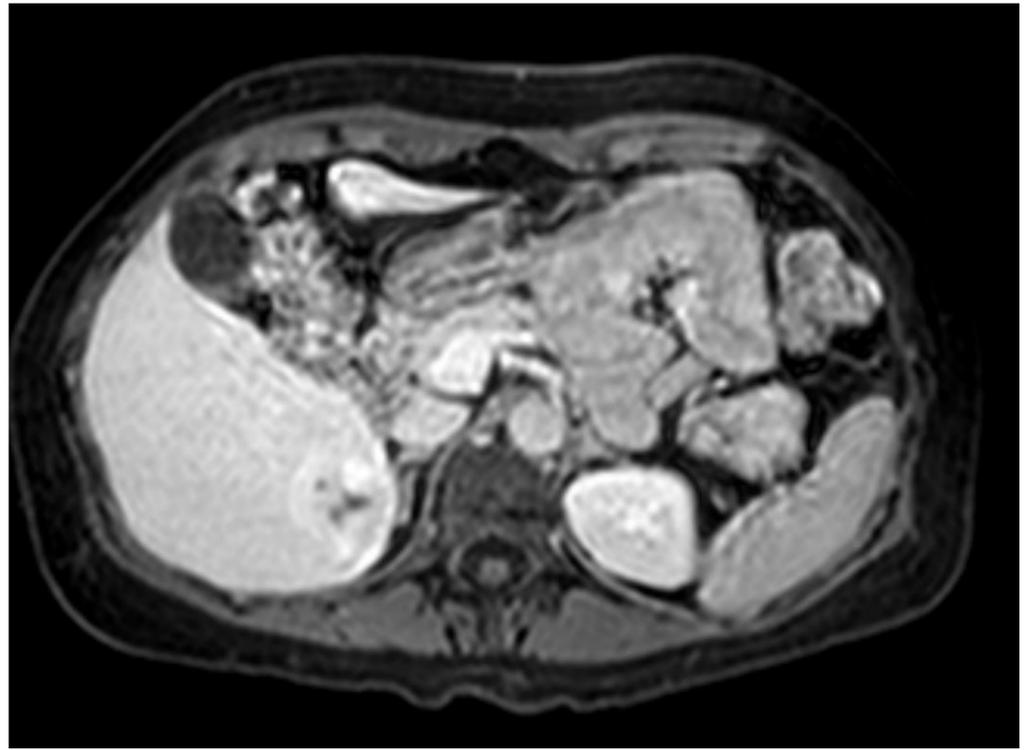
RM Fase equilibrio
